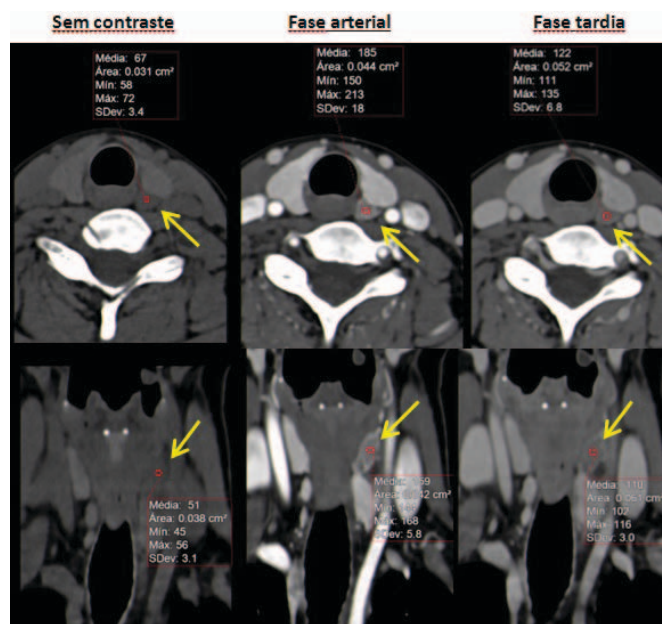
Adenoma paratiroideu identificado em exame TC-4D. Apresenta o padrão típico de captação de contraste: pico de captação na fase arterial (25s), *washout* de contraste na fase tardia (80s) e baixa atenuação na aquisição sem contraste endovenoso.
